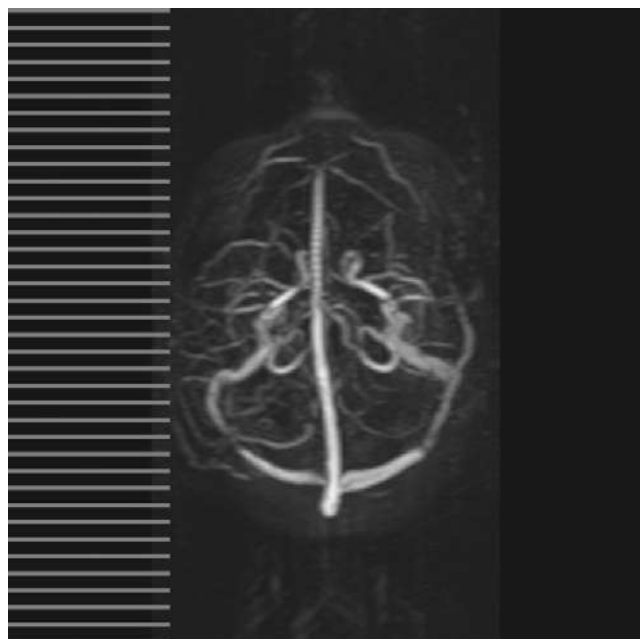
Defectos de repleción en ambos senos transversos (resonancia magnética con angiografía).
